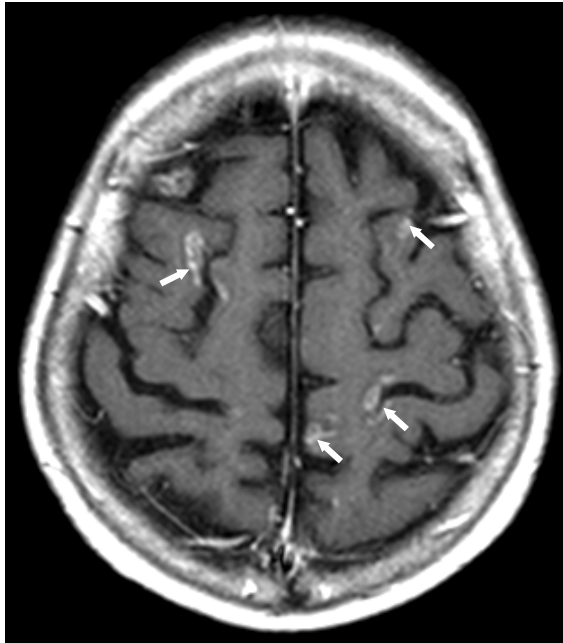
Kraniale MRT Pat. Nr. 5
